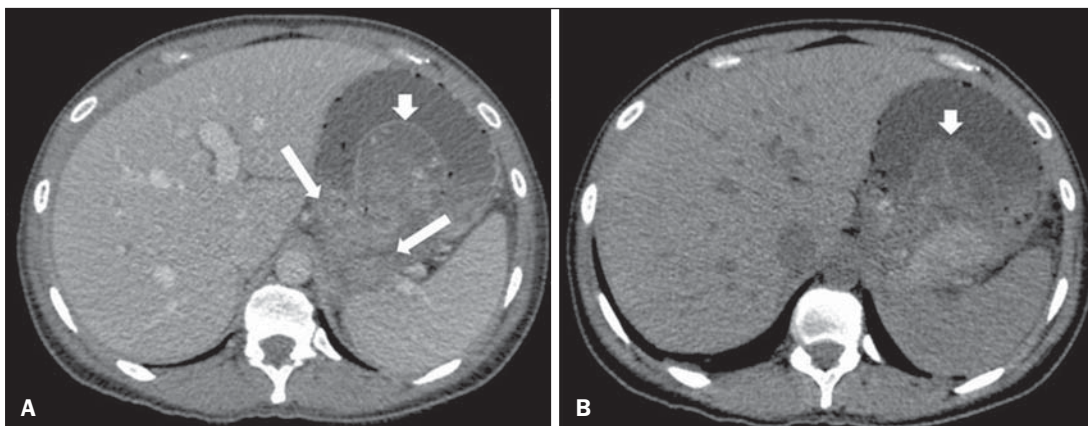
Complicação de pseudocisto em pancreatite aguda. A,B: Imagens axiais de TC pós-contraste fase venosa mostram alterações inflamatórias agudas na cauda pancreática (setas longas em A) e pseudocisto com conteúdo espontaneamente hiperatenuante/hemático (setas curtas em A,B) que se estende ao espaço subfrênico esquerdo e é parcialmente contido pela parede gástrica (setas curtas em A,B).
